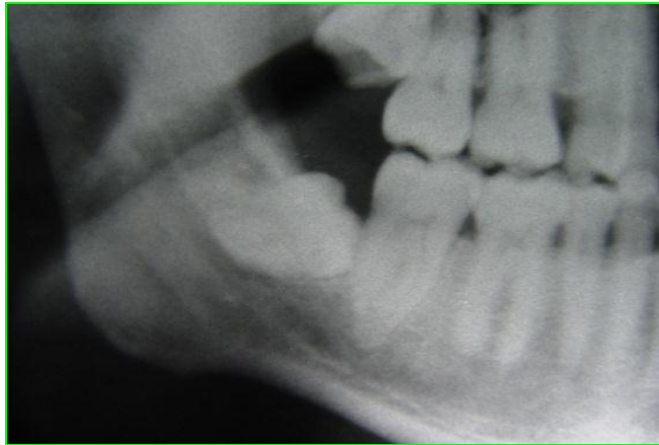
Radiografía prequirúrgica de un tercer molar inferior con riesgo de fractura. Gentileza del Dr. Bachur
